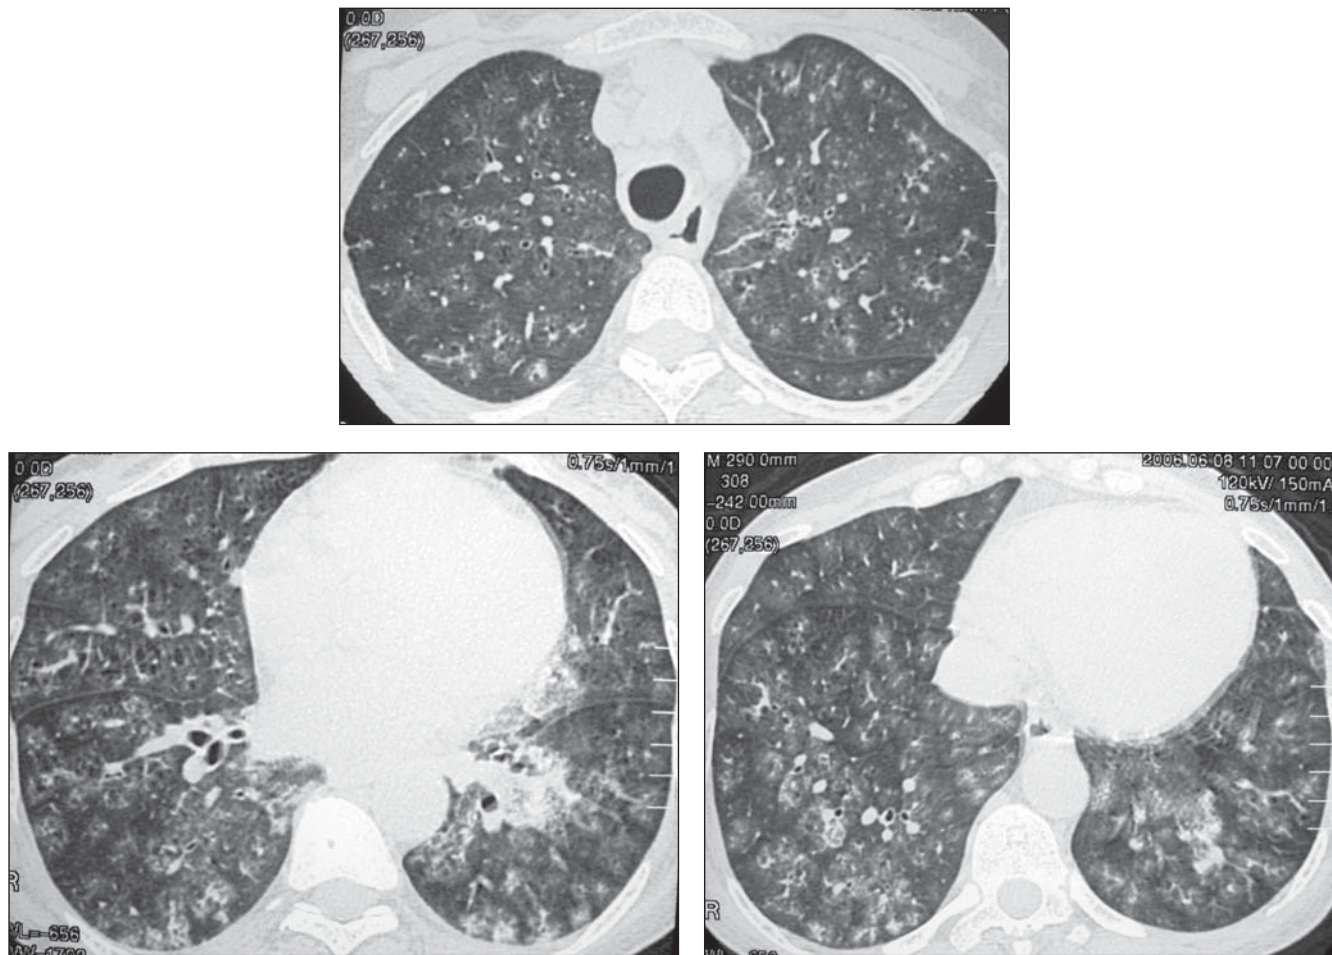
Tomografia computadorizada de alta resolução do tórax, com cortes em três diferentes níveis com janela para pulmão, demonstrando múltiplos nódulos centrolobulares de limites mal definidos e atenuação em vidro fosco.
